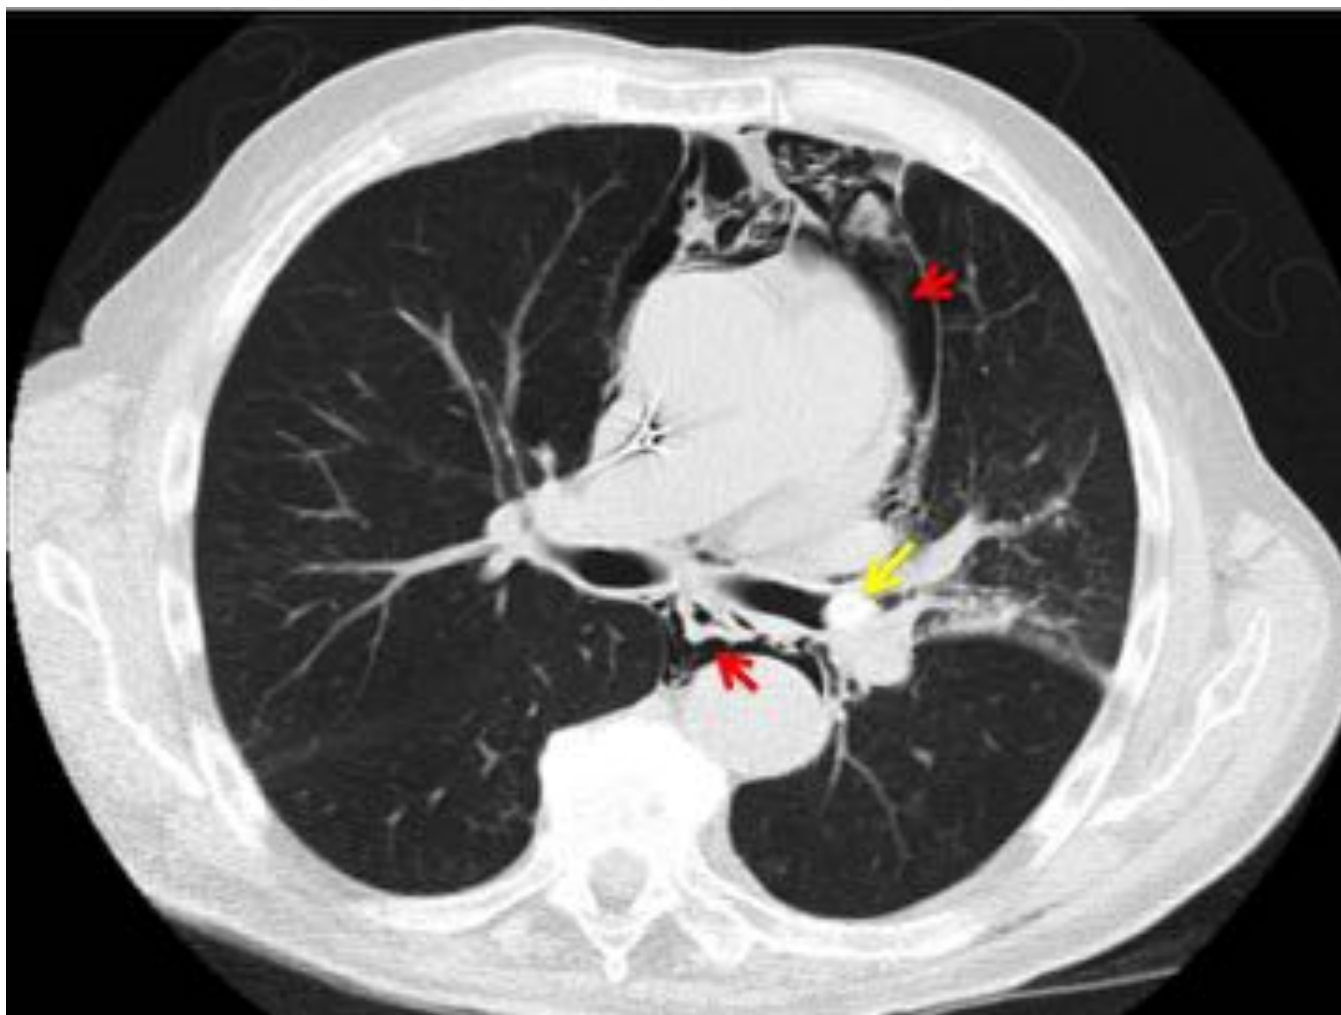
TC de tórax corte axial con ajustes de la ventana de pulmón que revela neumomediastino (Flechas rojas) y en el bronquio principal izquierdo una imagen nodular con una periferia hiperdensa midiendo 1.2 x 0.8cm (Flecha amarilla). La broncoscopia confirmó que se trataba de un cuerpo extraño (hueso de aceituna).
